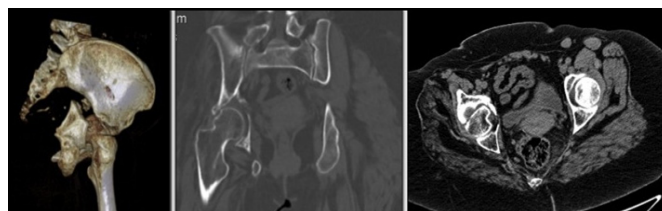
Imagem de TC demonstrando fratura das duas colunas acetabulares direitas sem sinais de consolidação óssea.
